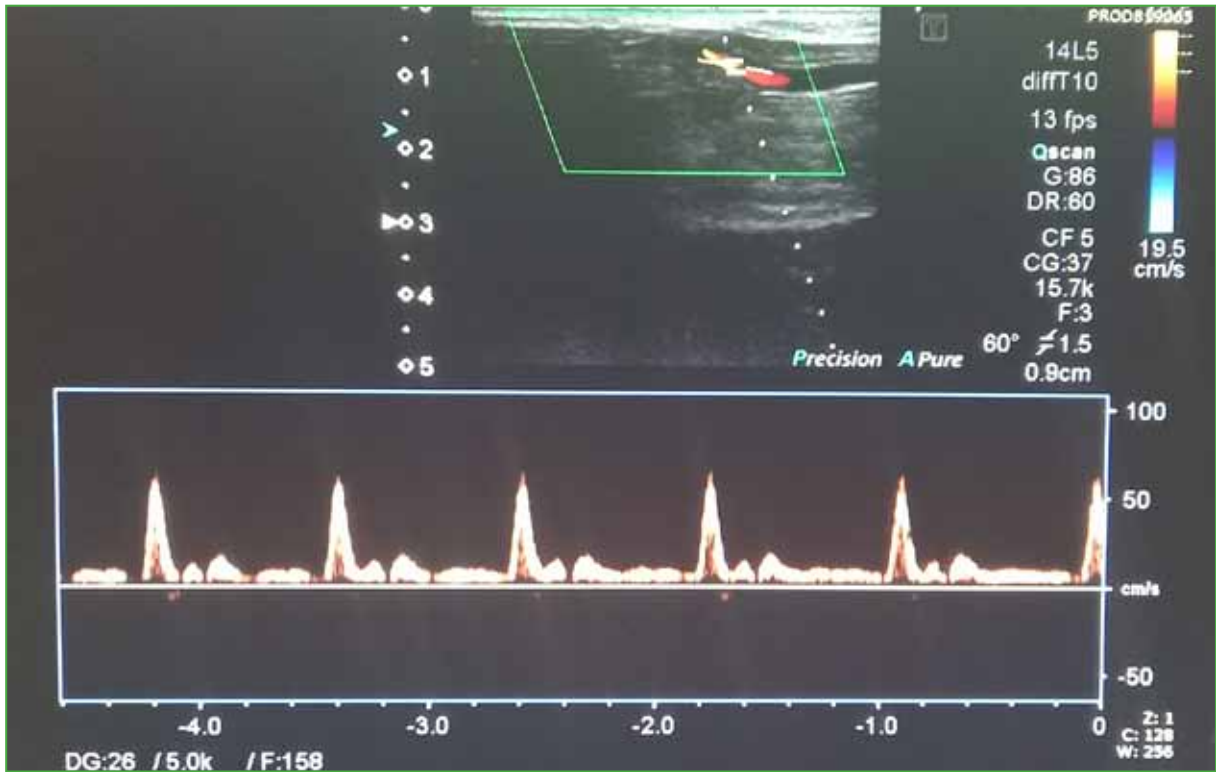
Ecografía Doppler de las arterias cubital y radial. Se observa una disminución del flujo en la arteria cubital, que es monofásico en la región distal de la muñeca.
